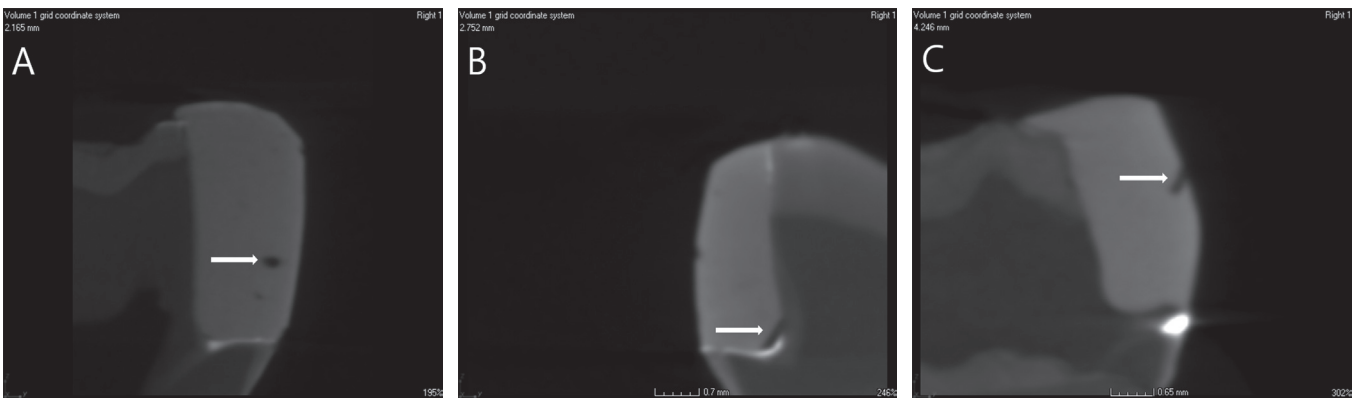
2D micro-CT image. Arrows point to location of voids (A) inside the restoration, (B) gingivoaxial angle, (C) Etc.
